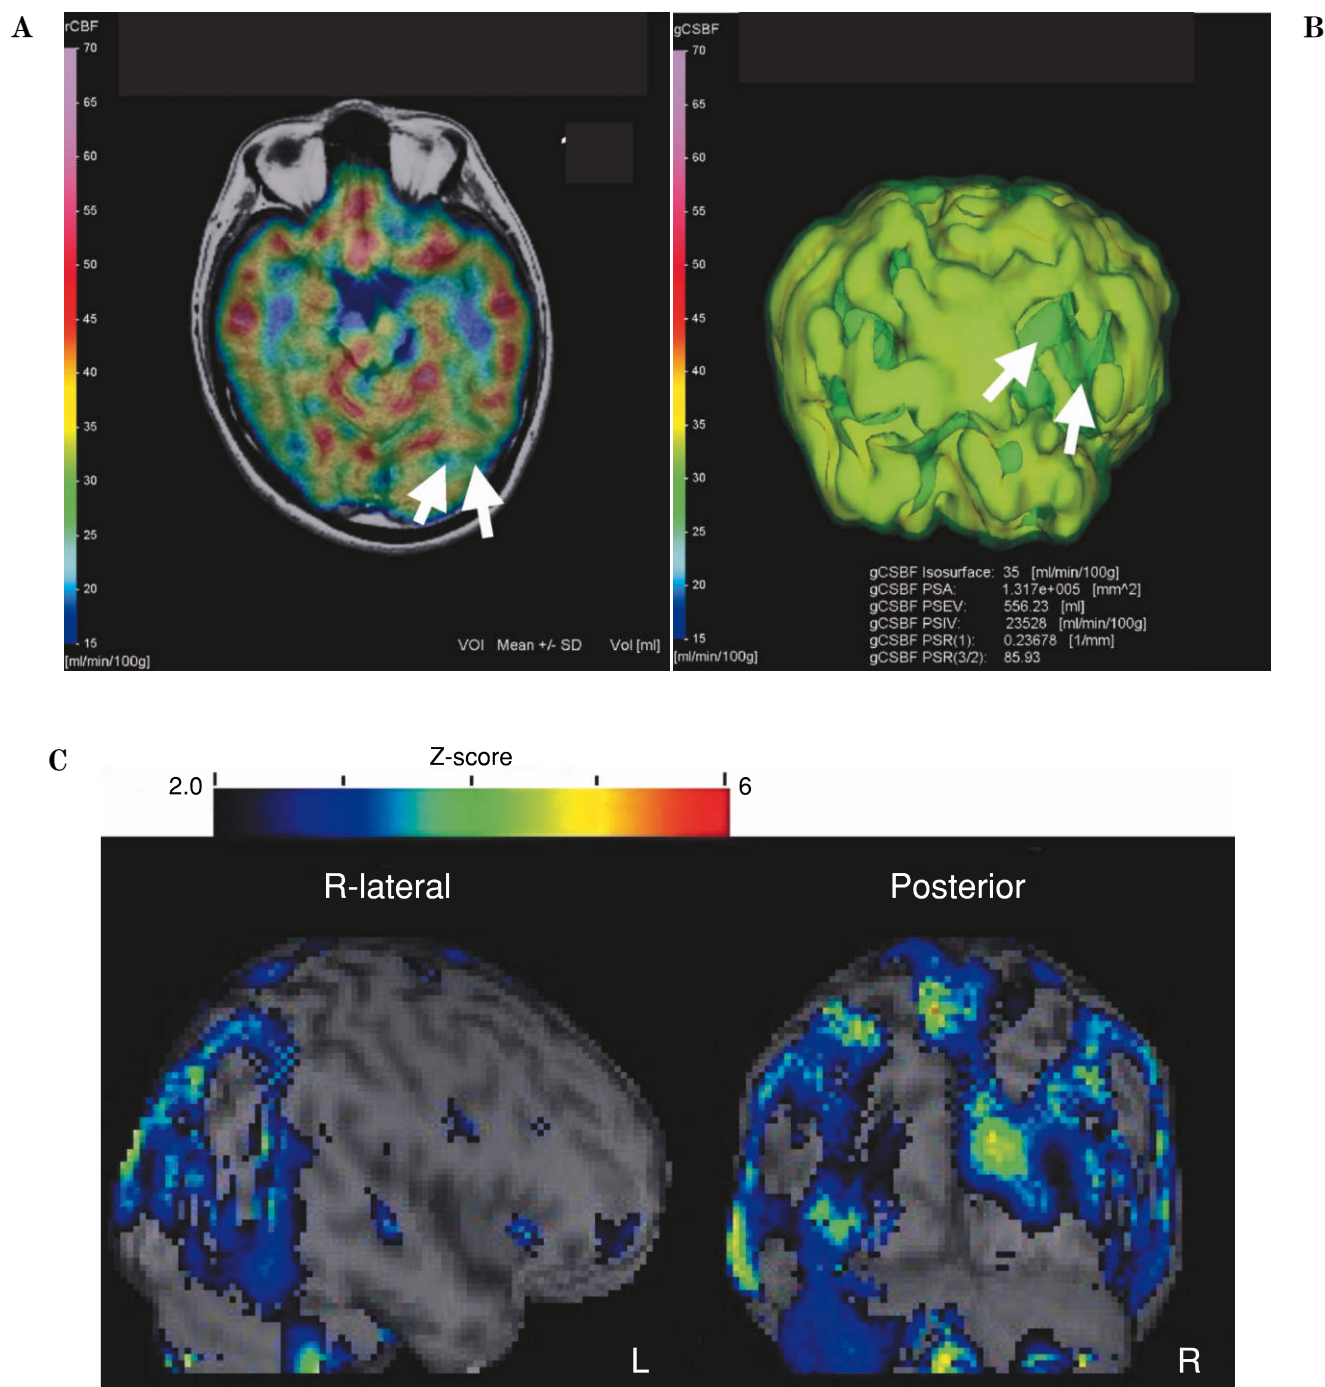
^{123}I -iodoamphetamine single photon emission computed tomography (^{123}I -IMP SPECT), 初診時。
